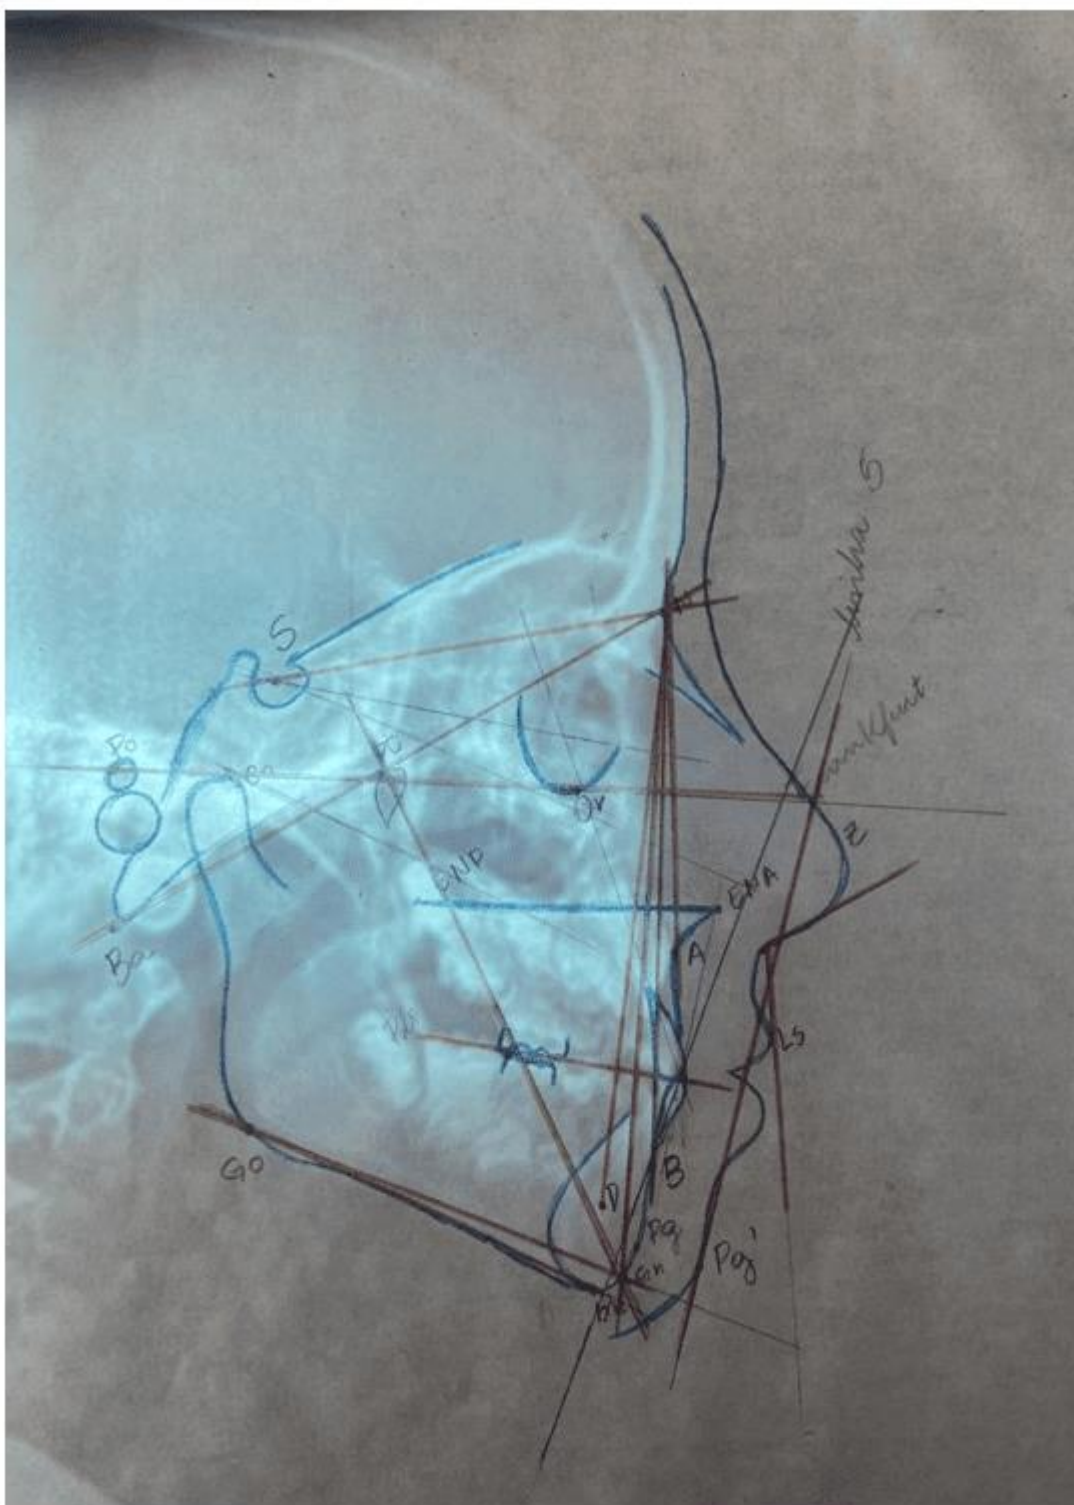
Telerradiografia final em norma lateral
